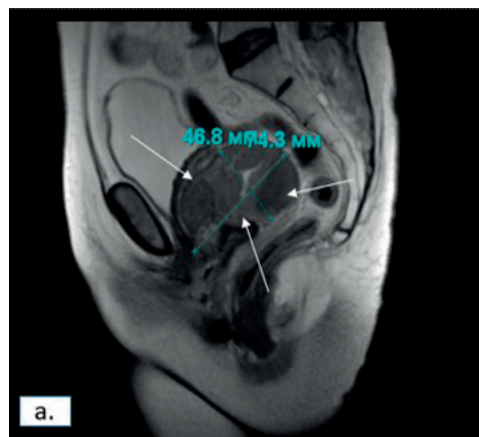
МРТ таза, сагиттальная (а) и аксиальная плоскость (б). Ретровезикальная гематома больших размеров (стрелки)
